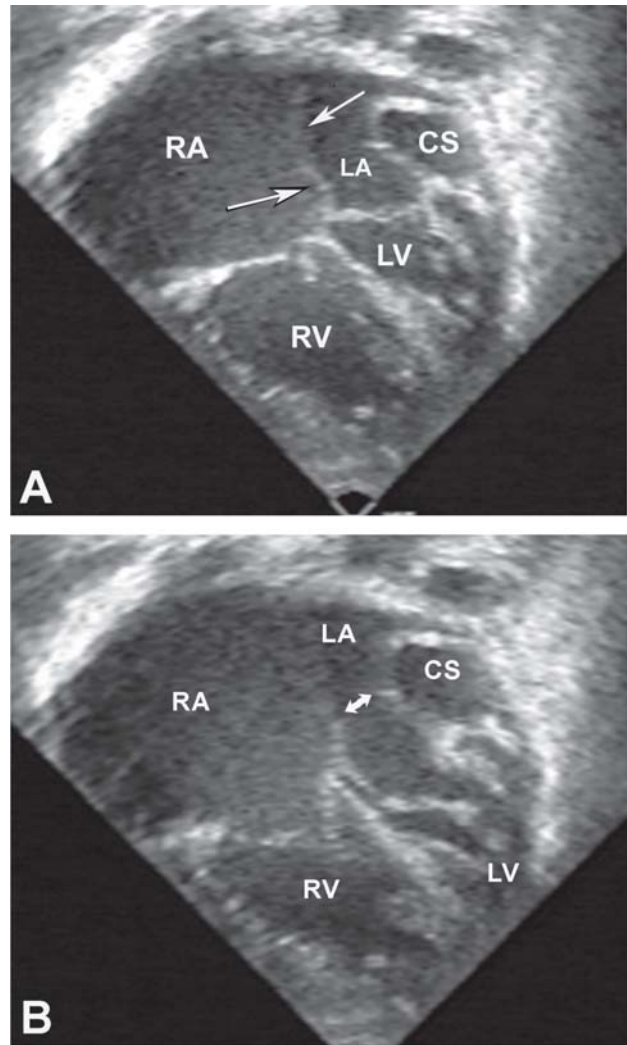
Seno coronario dilatado que causa obstrucción a la entrada ventricular izquierda. Ecocardiograma preoperatorio. A. Apical 4 cámaras (sístole). El *septum* interauricular abomba hacia la auricular derecha en su porción superior y hacia la auricular izquierda en su porción inferior (*flechas*) adoptando una configuración en "S" itálica. B. Apical 4 cámaras (diástole). El seno coronario dilatado está ocupando la mayor parte del borde externo de la aurícula izquierda y protruye causando obstrucción al vaciamiento auricular izquierdo a un nivel supra valvular mitral (*flecha*). La válvula mitral y el ventrículo izquierdo son más pequeños que la válvula tricúspide (relación anillo mitral/tricúspideo: 0,6) y la cavidad ventricular derecha. (De Vargas, et al. Ann Thorac Surg 2006; 82:191-6.) (9)
